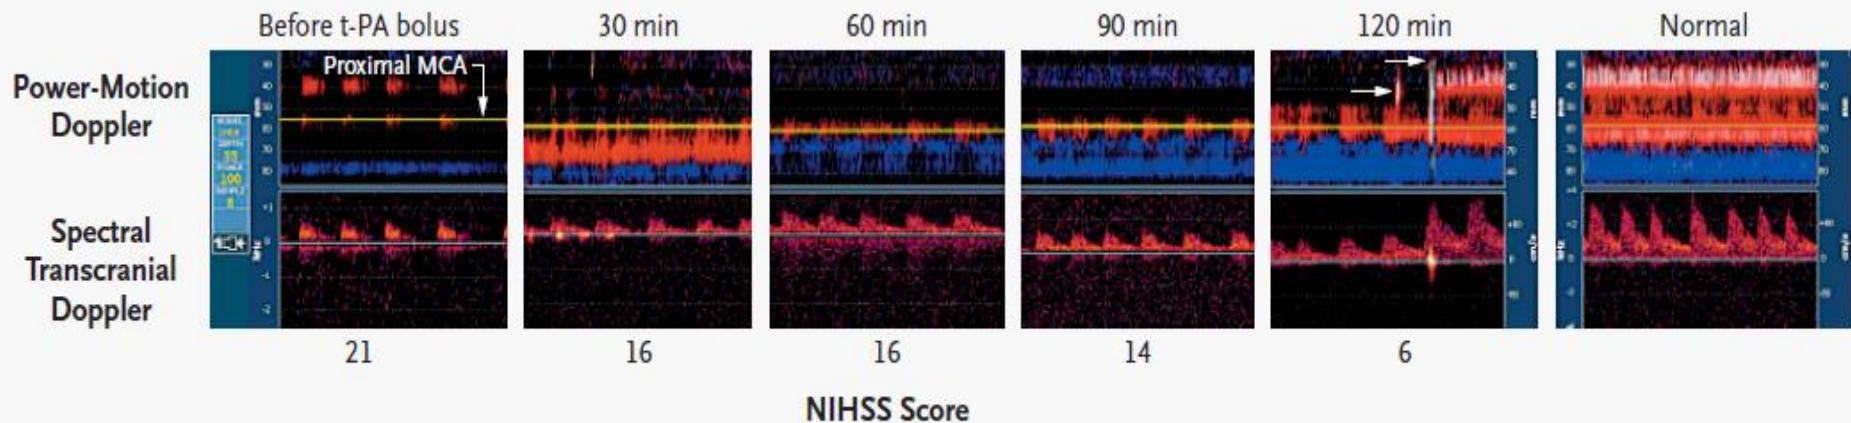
Complete Recanalization with the Use of Power-Motion Transcranial Doppler Ultrasonography.
